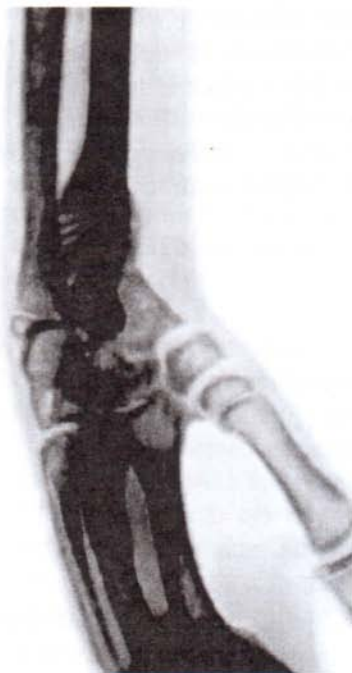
Рентгенограмма правого предплечья и кисти больного с приобретенной косорукостью в результате неправильного сращения перелома лучевой кости в типичном месте: боковая проекция.
